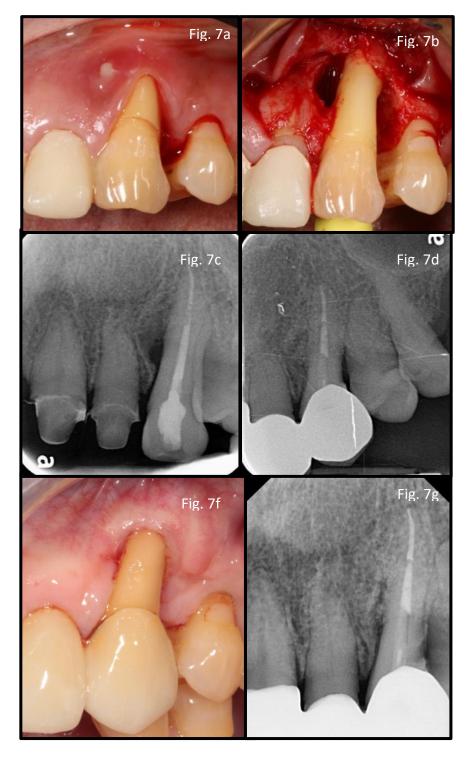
Lesión periapical asociada a diente 23. Fig 7c y 7d. Se solicita retratamiento de conductos y se realiza cirugía periapical. Fig 27 Cicatrización a los 4 meses.
